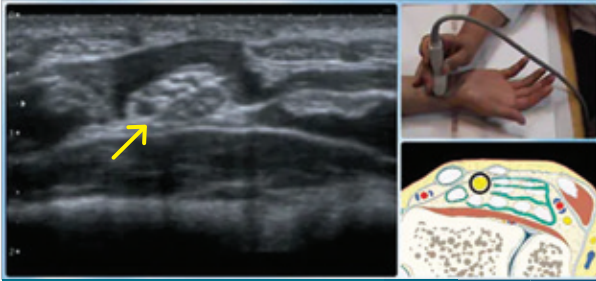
Échographie en coupe axiale au niveau du poignet montrant le nerf médian (flèche jaune).
